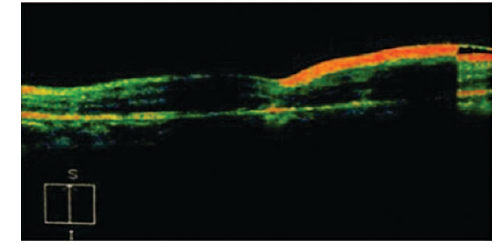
Tomografía de coherencia óptica ojo izquierdo.
